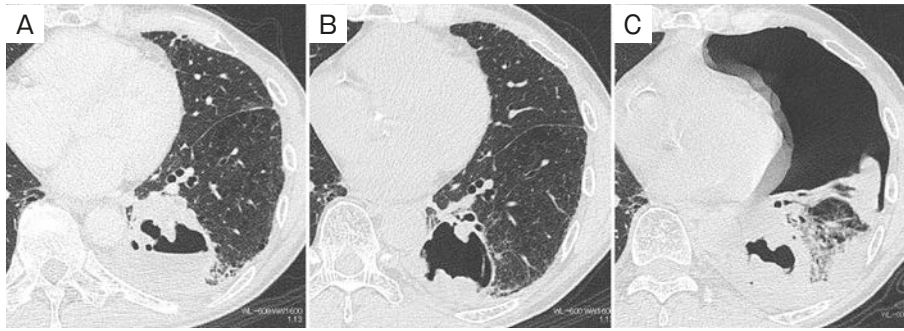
Computed tomography (CT) images of the left lung. (A) A mass with a cavity in the left lung upon diagnosis of lung cancer. (B) After two cycles of chemotherapy, thickening of the wall of the cancer had improved. (C) The left lung exhibited pneumothorax on admission; thickening of the wall of the mass had worsened.
